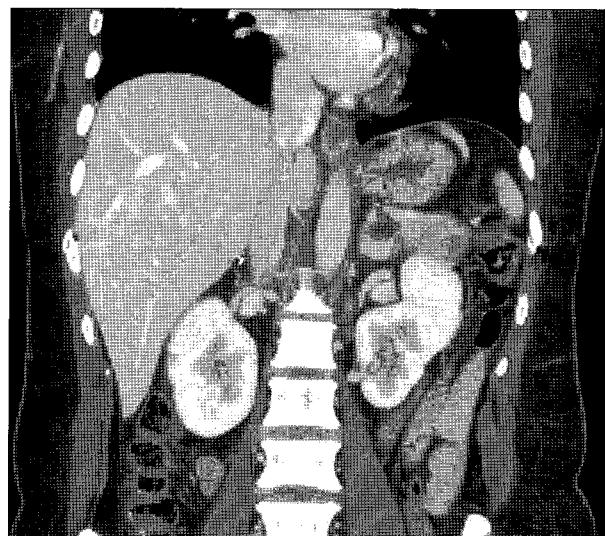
Postoperative 3-dimensional liver CT scan showing no evidence of thrombus recurrence at operation site.
